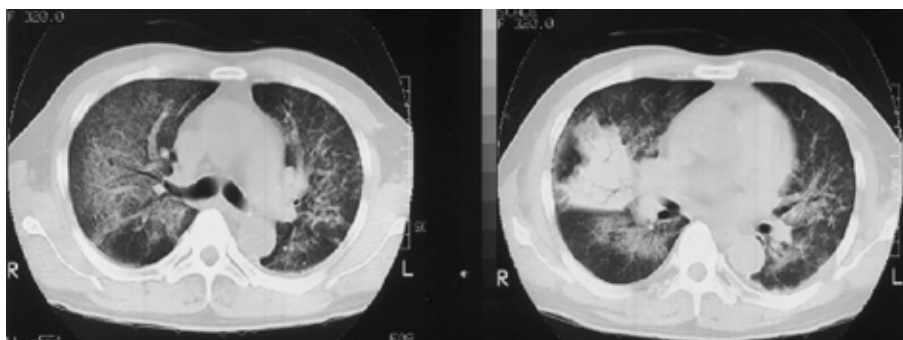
Chest CT showing multifocal areas of ground-glass opacity sparing the peripheral areas bilaterally. The right middle lobe showed dense pulmonary consolidation because of TBLB.
